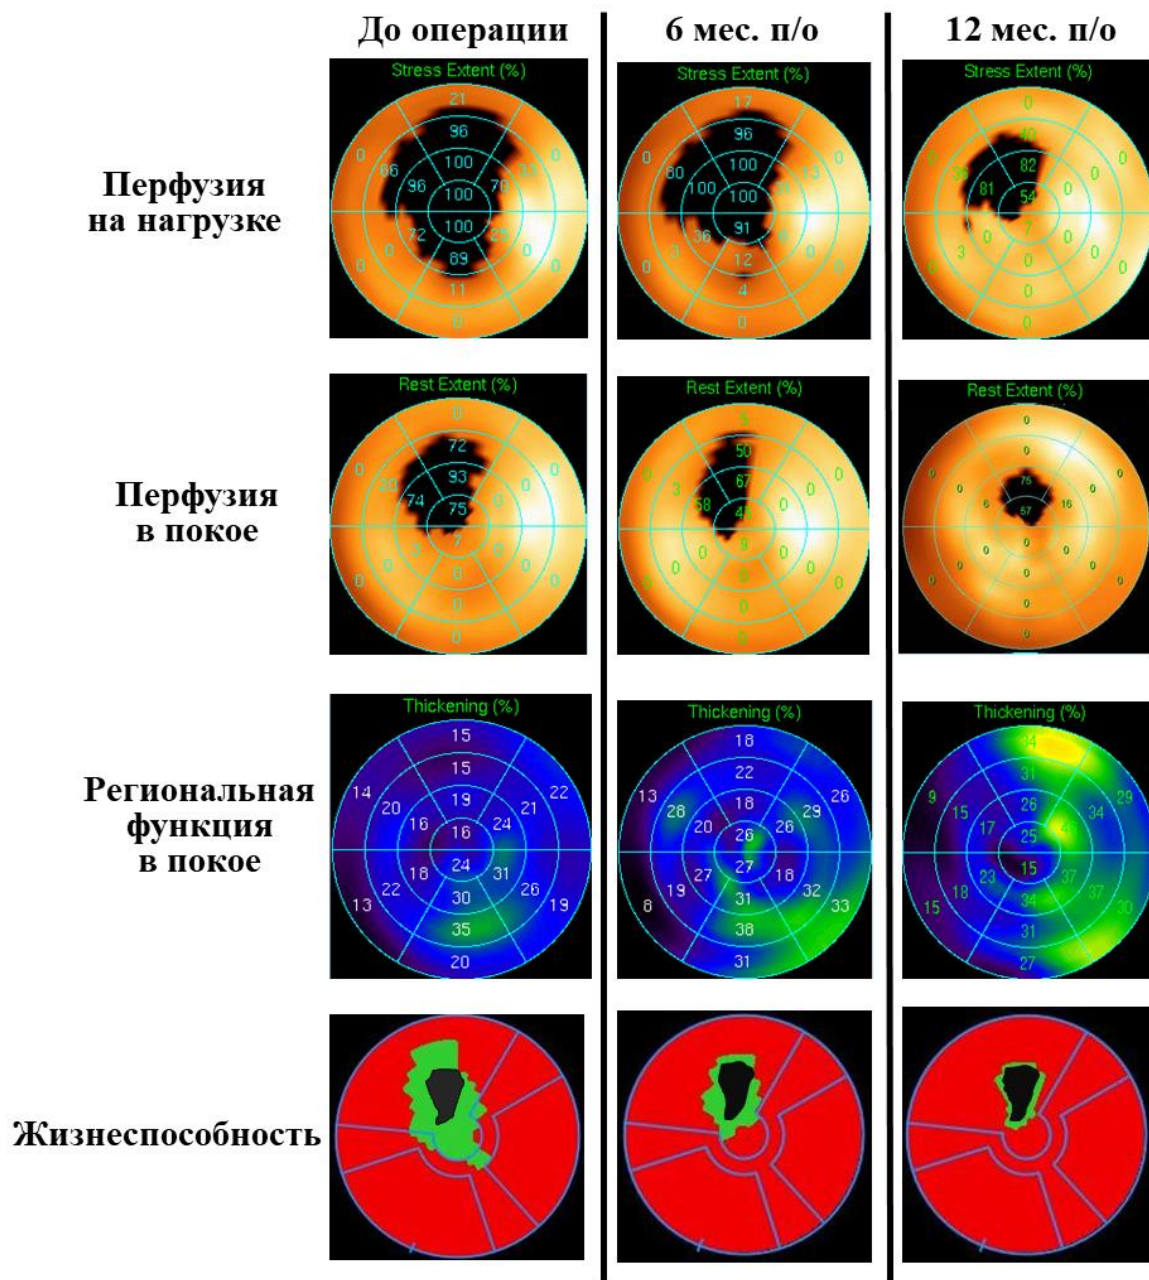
Данные радионуклидной томографии миокарда ЛЖ пациента С., 64 л. (изолированное АКШ).
